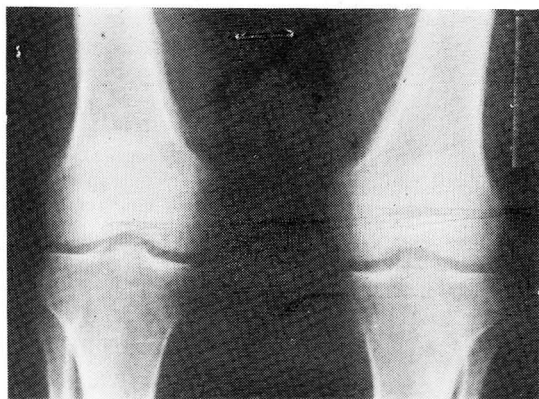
Roentgenogram of both knee joints shows irregular layers of periosteal new bone formation on the distal medial aspect of both femurs (arrow).
